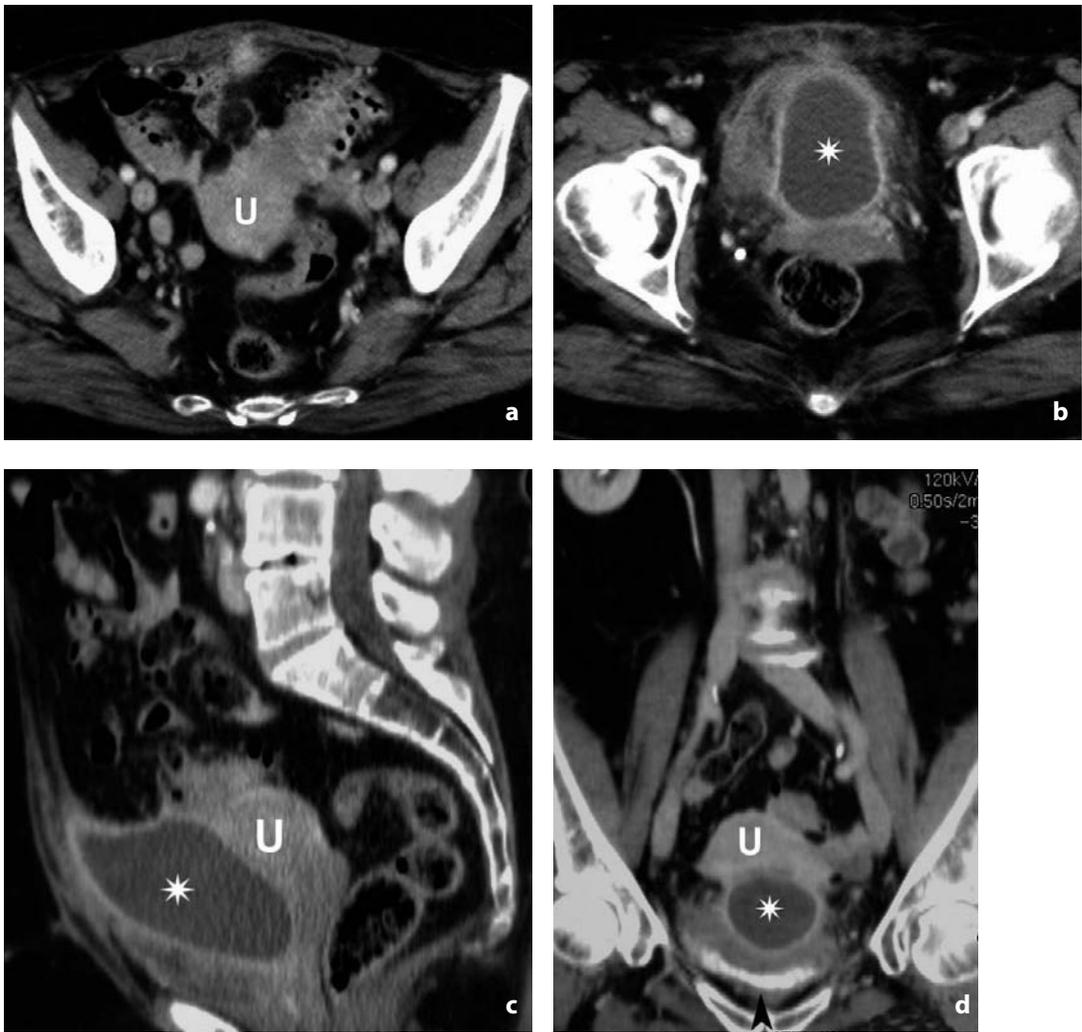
Tomografia computerizzata. Diverticolite. a-b Nelle scansioni assiali si documenta raccolta ascessuale, delimitata da cercine iperdenso (asterisco) a partenza dal sigma, che presenta numerosi diverticoli e pareti edematose ed ispessite. Le immagini sagittale (c) e coronale (d) dimostrano come l'ascesso si interponga tra l'utero (U) e la vescica, opacizzata da mdc (punta di freccia)
